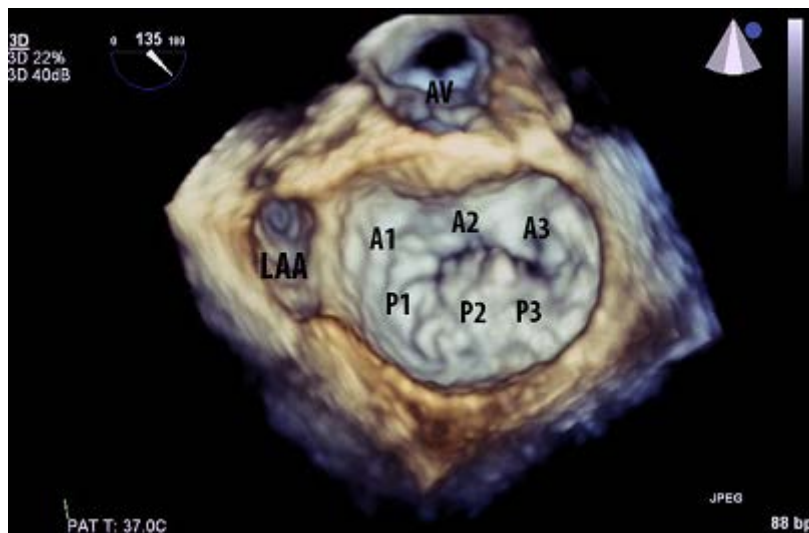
Сегменты створок МК при использовании трехмерной чреспищеводной эхокардиографии
